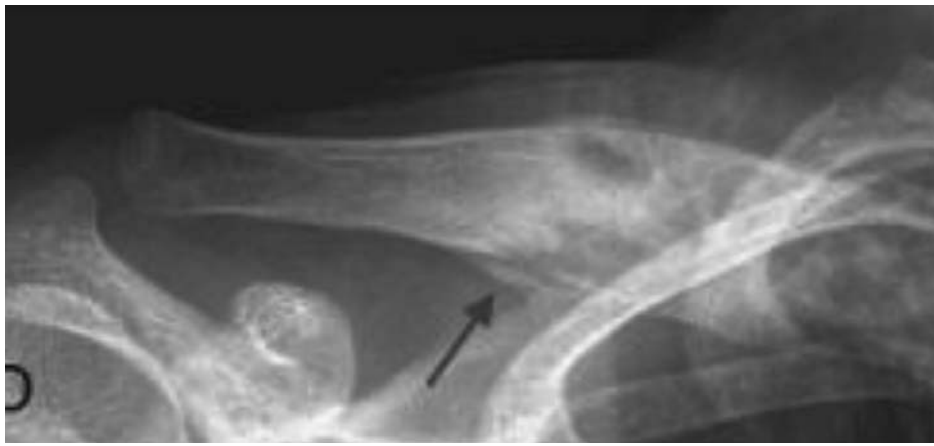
Hiperostoza osoasă evidențiată prin radiografia articulației sternoclaviculare
